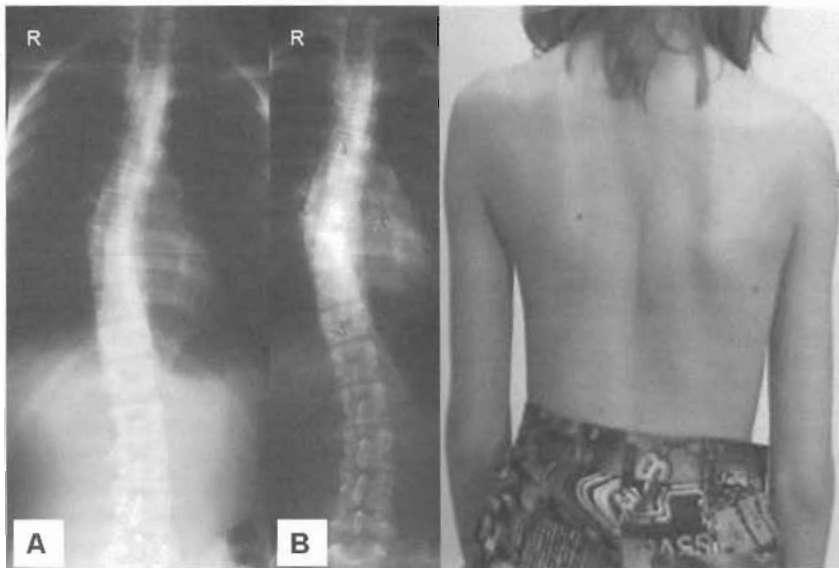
AP radiographs and photograph of thoracolumbar scoliosis in the patient carrying the Arg359Gln mutation in EGR2. At age 15.5, she had a left lumbar curve of 16° (image A) and at the time of presentation (17 years), the lumbar deformity had progressed to 24° (image B). The thoracic curve of 36° did not show any progression in this period.
